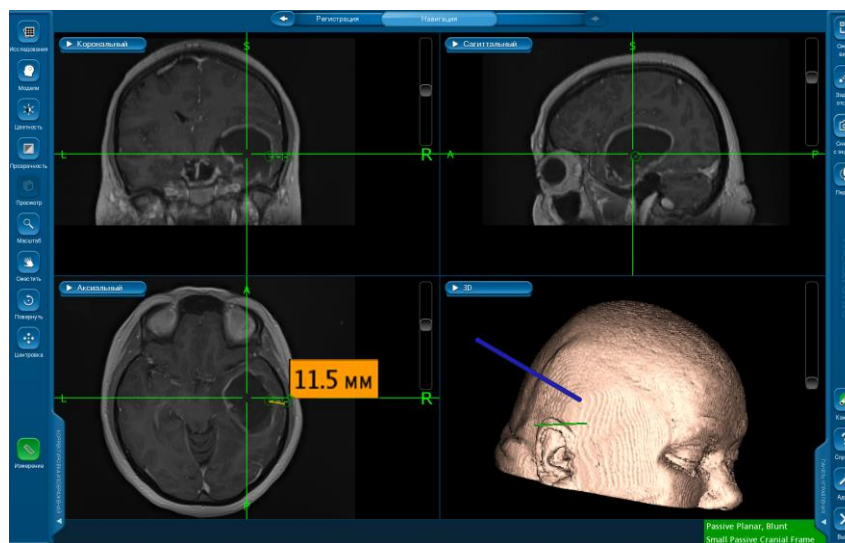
Изображение МРТ головного мозга на нейронавигаторе больной с кистозной глиомой правой височной доли. Момент определения оптимального доступа к опухоли. По нейронавигационным данным расстояние от поверхности мозга до новообразования 11,5 - 11,9 мм
